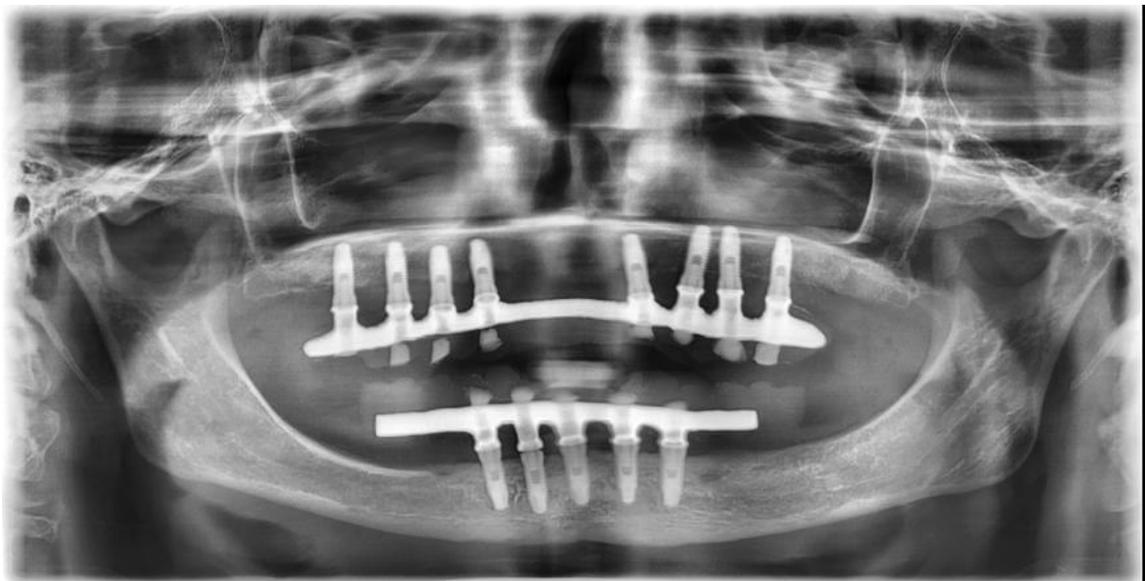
Radiografia panorâmica boca semi-aberta após a instalação das próteses tipo protocolo superior e inferior.
